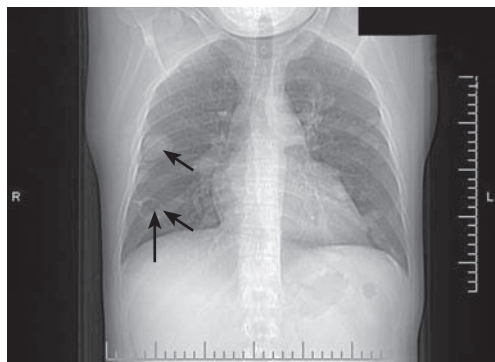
Пациент Б., 23 лет. Диагноз: эхинококкоз сердца и легких. КТ. Паразитарные кисты сердца и правого легкого (обозначены стрелками). В левом легком определяются множественные туберкуломы.
